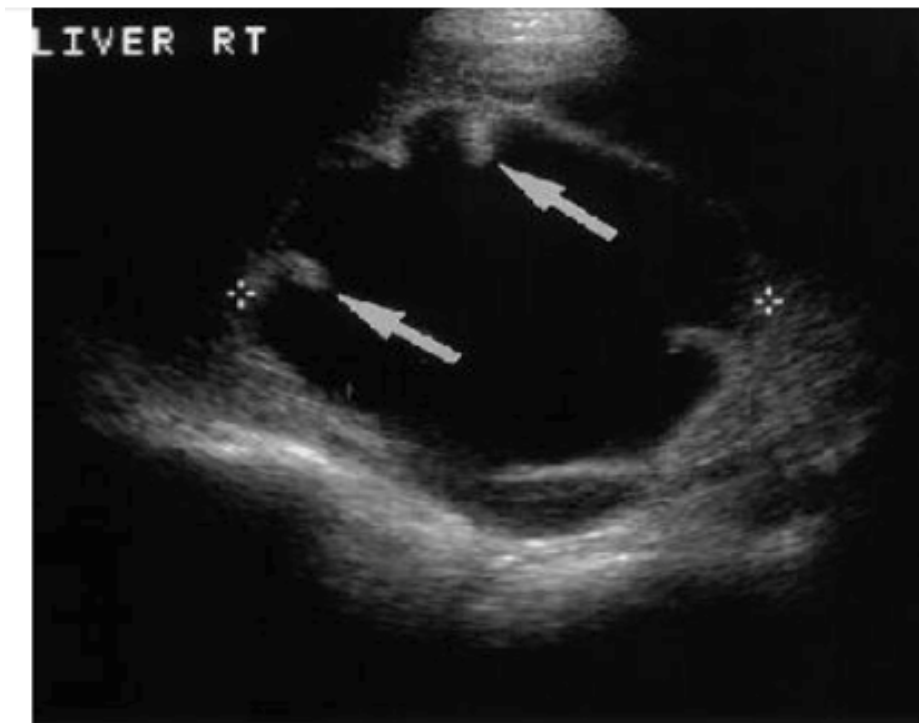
échographie hépatique chez une femme de 43ans avec un cystadénome biliaire qui montre un kyste anéchogène bien limité, à renforcement postérieur des échos. Il existe de multiples excroissances tumorales échogènes s'étendant dans la lumière du kyste (flèches)
